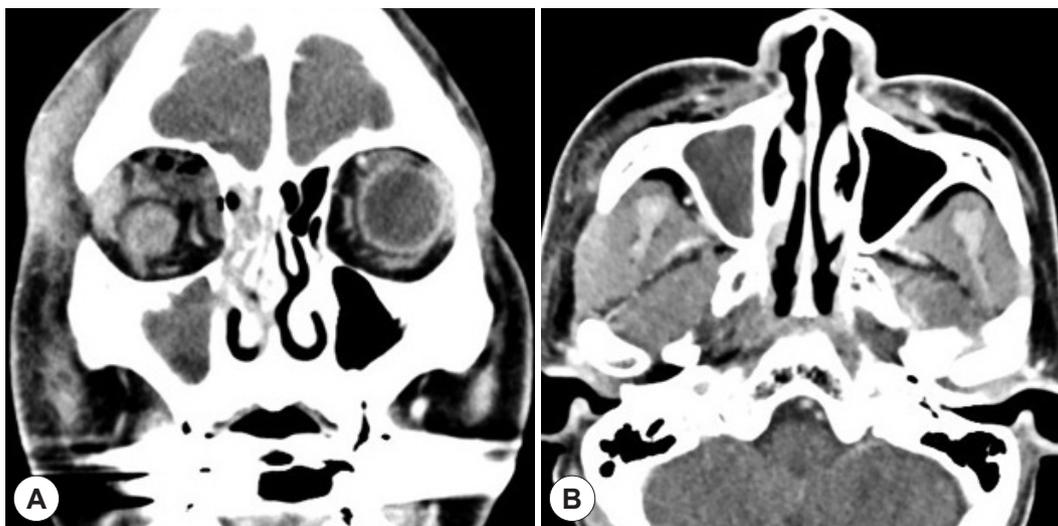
Computed tomography scans. Soft tissue density and neighboring bone destruction are seen at the Rt.temporal area, periorbital area and superior orbital area in the coronal view (A) and axial view (B).
